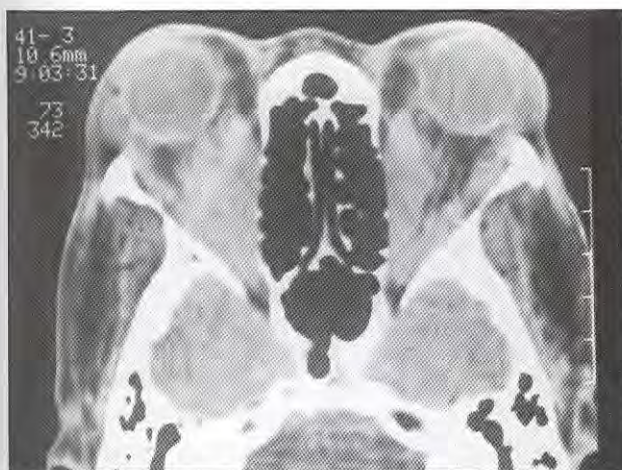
Caso 3. Tomografia computadorizada mostrando espessamento da musculatura extraocular, em especial do músculo reto medial.
